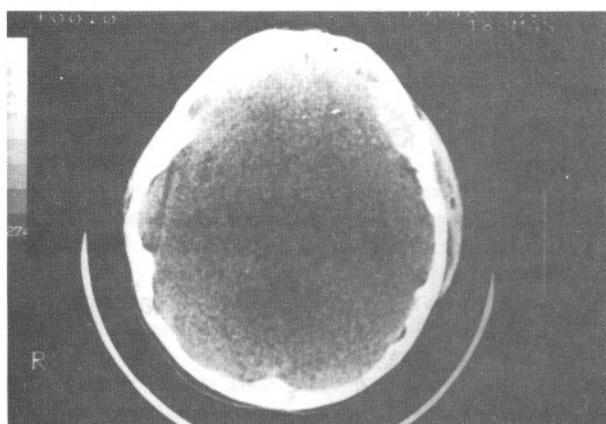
A.B.C : Vaka 14'ün BT de sol frontal EDH'un volum ve dansitesinde azalma görülmekte.
